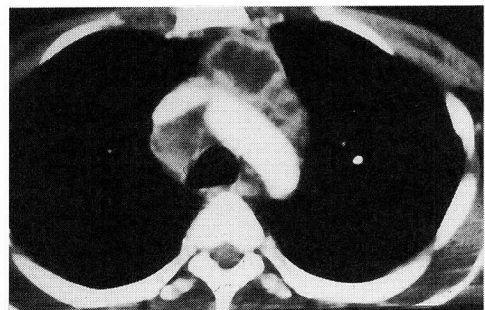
A typical extrapulmonary tuberculosis in a patient coinfected with HIV and tuberculosis. The chest CT scan reveals rim enhancement of the mediastinal lymph nodes with central necrosis.
